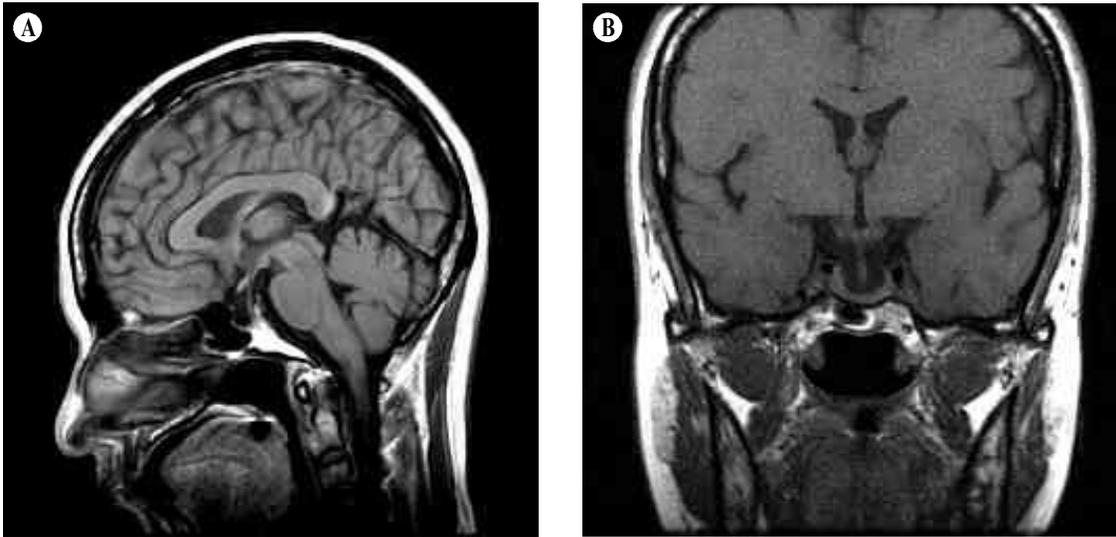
Sella MRI T1-weighted sagittal (A) and coronal (B) images show the pituitary fossa filled with cerebrospinal fluid without a definite focal pituitary mass lesion.
